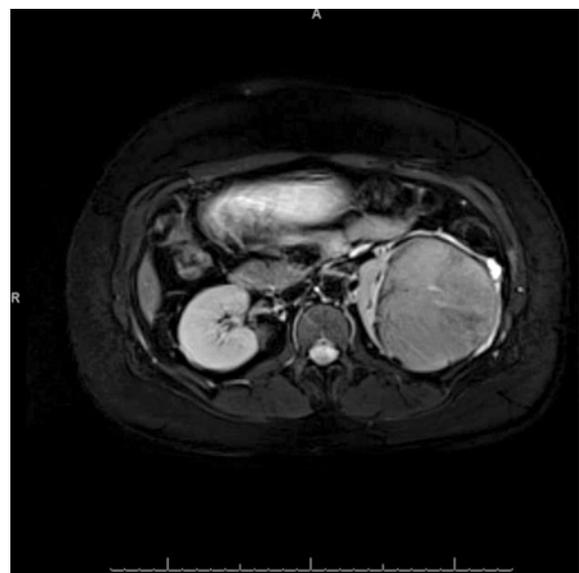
Cortes axiais da ressonância magnética, nos quais se observam a presença de cápsula e boa delimitação da massa descrita, que não infiltra a gordura envolvente.
